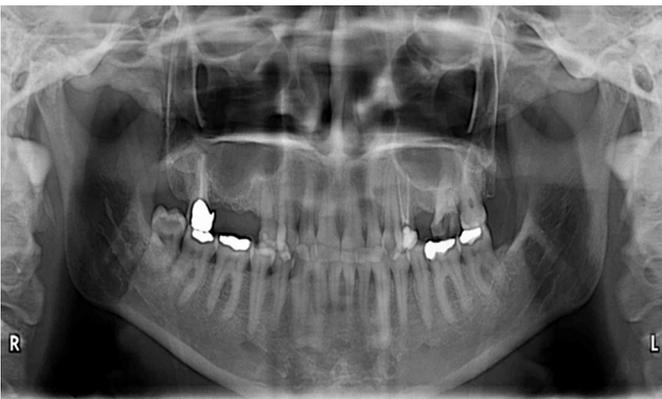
Radiografía panorámica prequirúrgica. Se evidencia sombras radiolúcidas compatibles con neumatización bilateral de los senos maxilares e invasión de los mismos hacia los rebordes alveolares por ausencia dental (foto Dr. F. J. Sandoval).
